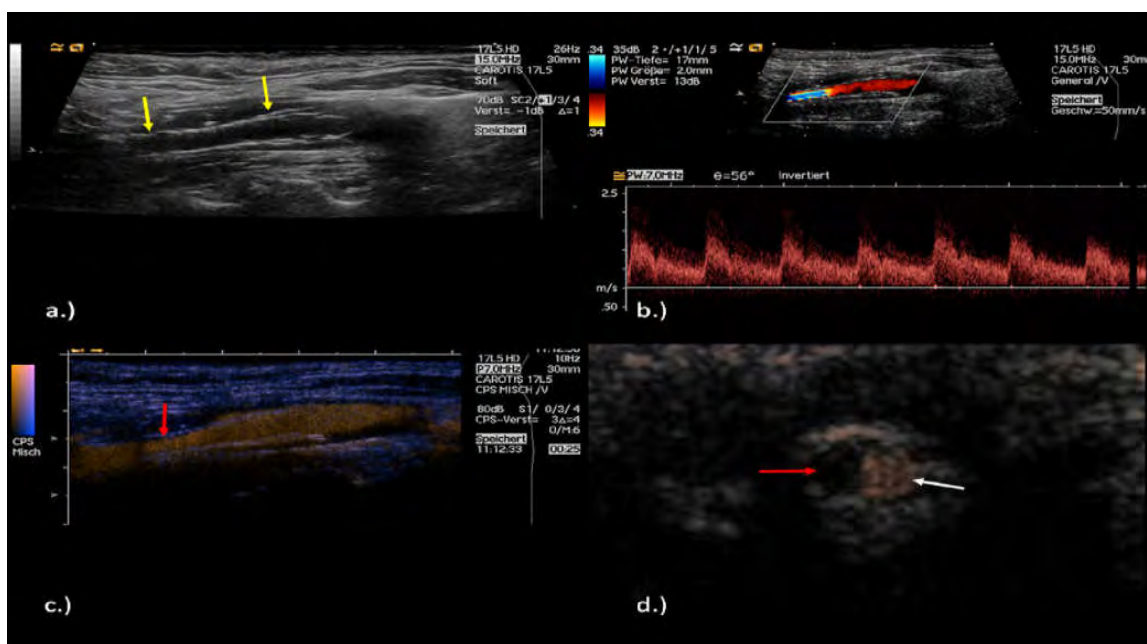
Άνδρας ασθενής 64 ετών με παροδικό ισχαιμικό αγγειακό επεισόδιο με υποψία απόφραξης της έσω καρωτίδας. (A , B, C) Υποψία ψευδο-απόφραξης σε έγχρωμο και power Doppler με πολύ χαμηλές παραμέτρους της έσω καρωτίδας, που επιβεβαιώθηκε με την εξέταση Doppler. (D) Με τη χρήση CEUS αναδεικνύεται χαρακτηριστικά η ροή εντός της προαποφρακτικής στένωσης και αποκλείει την απόφραξη της έσω καρωτίδας.
